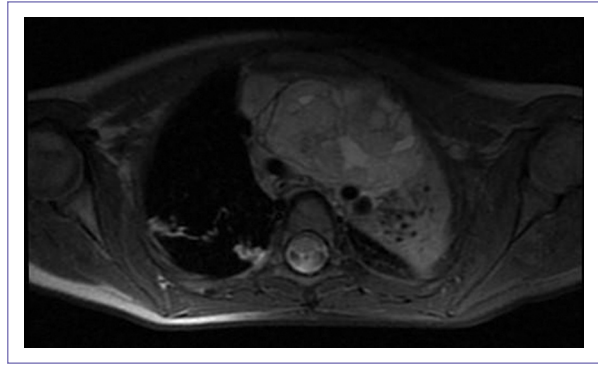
Resonancia magnética contrastada de tórax corte T2.
